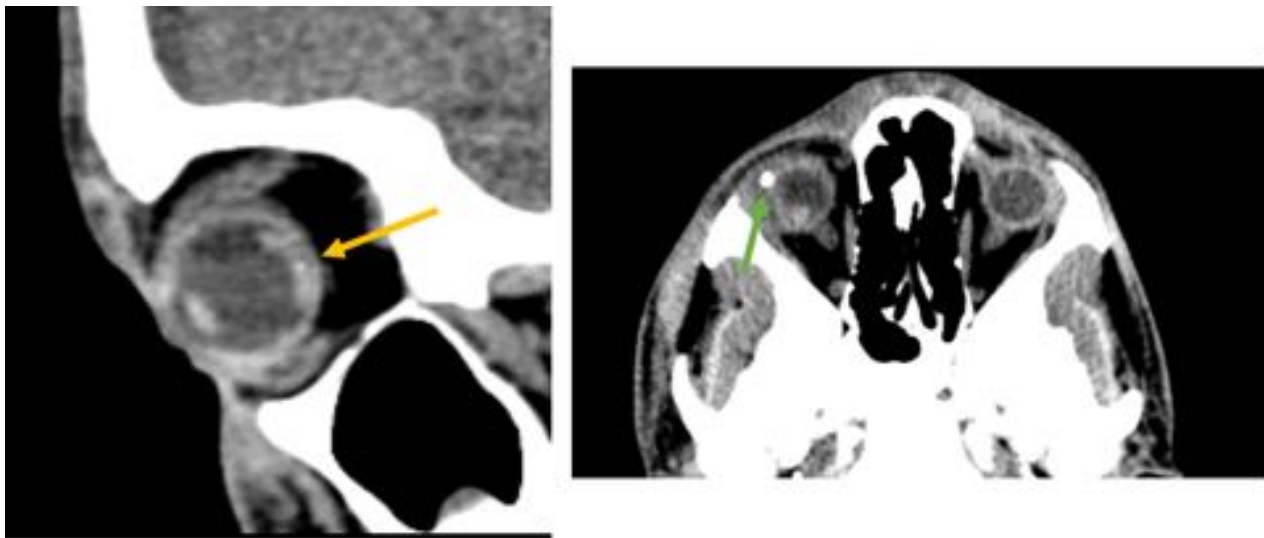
Hemovítreo hemorrágico. Cortes axiales y sagitales de TC de macizo facial sin contraste en un hombre de 28 años con antecedentes de traumatismo facial, en el que se observa un aumento de densidad en la cámara posterior (flecha amarilla) que corresponde con hemovítreo traumático y cuerpo extraño metálico adyacente al globo ocular (flecha verde)
